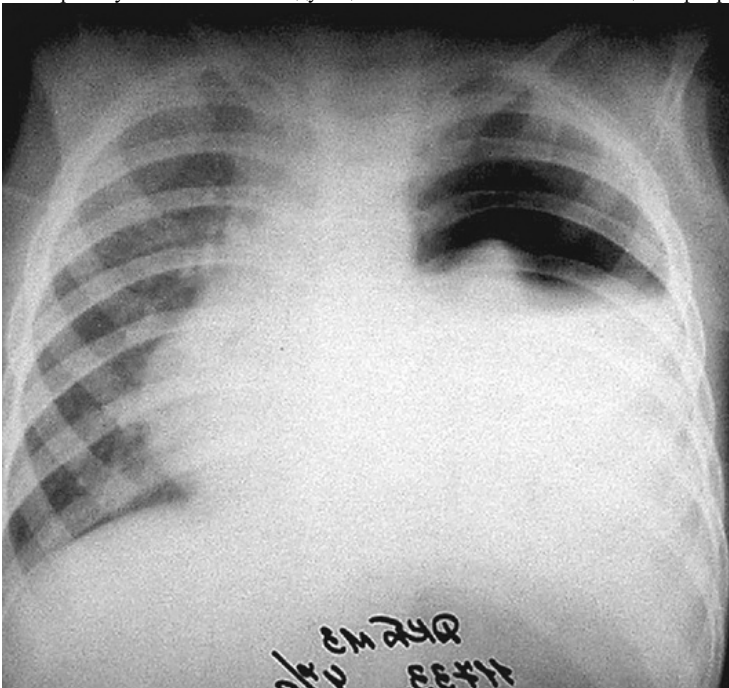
Рентгенограмма грудной клетки: деструктивная плевропневмония, пиоторакс слева. Затемнение левой половины грудной полости, смещение средостения вправо
